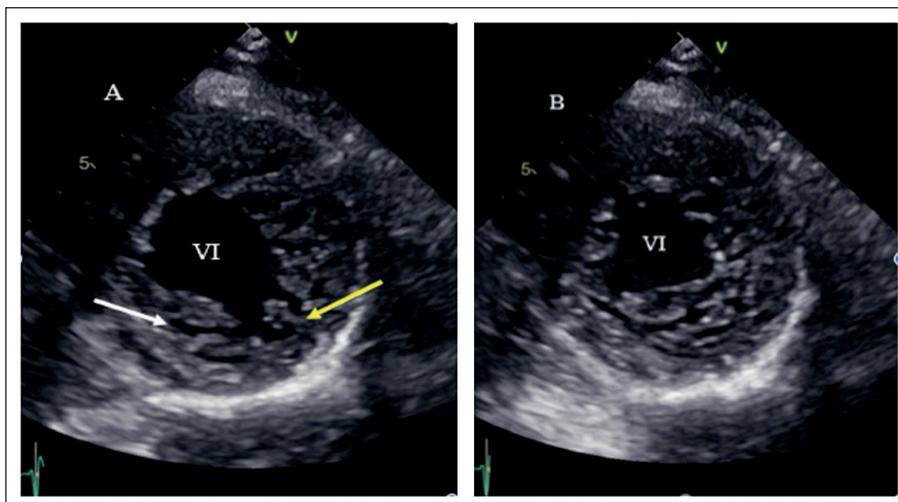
Ecocardiografía 2D. Eje corto del VI. A: flecha blanca recessos intertrabéculas y flecha amarilla trabéculas. B: aspecto espongiforme secundario a la no compactación del miocardio.
